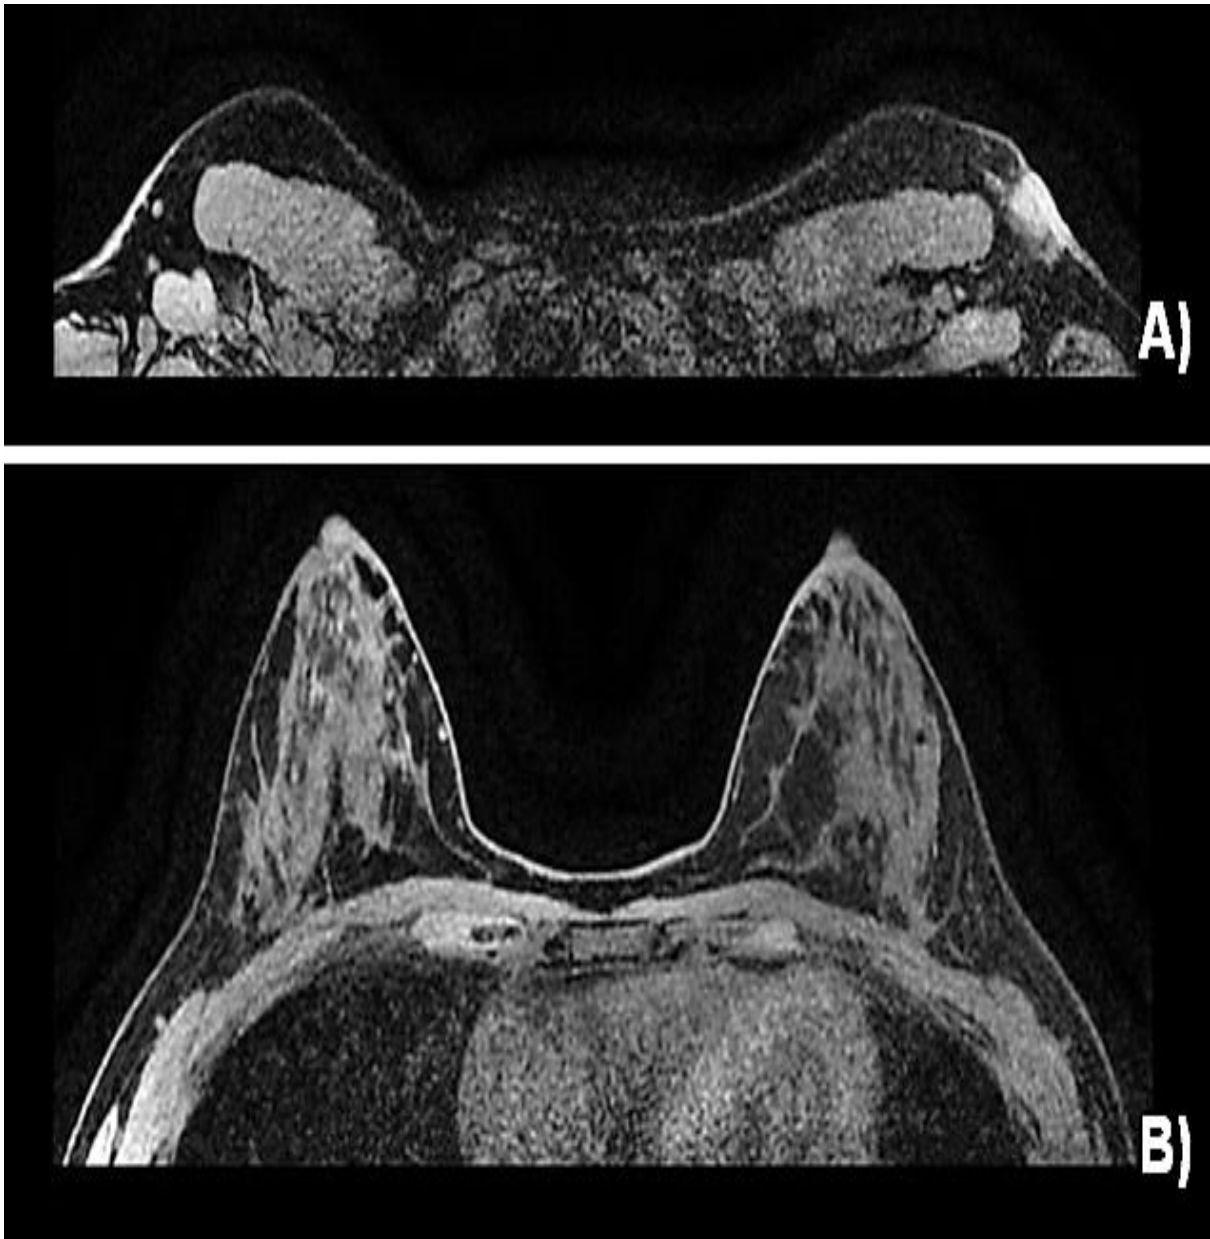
IRM mammaire montrant (A) la masse connue en position axillaire superficielle avec invasion directe de la peau sus-jacente et épaissement dermique, mesurant 1,8 × 1,3 cm de large sur 1,9 cm de haut. Les ganglions axillaires gauches apparaissent plus nombreux et légèrement élargis mais ne présentent pas de caractéristiques malignes. (B) Le sein gauche et le sein droit ne présentant aucun signe de néoplasie [50].
